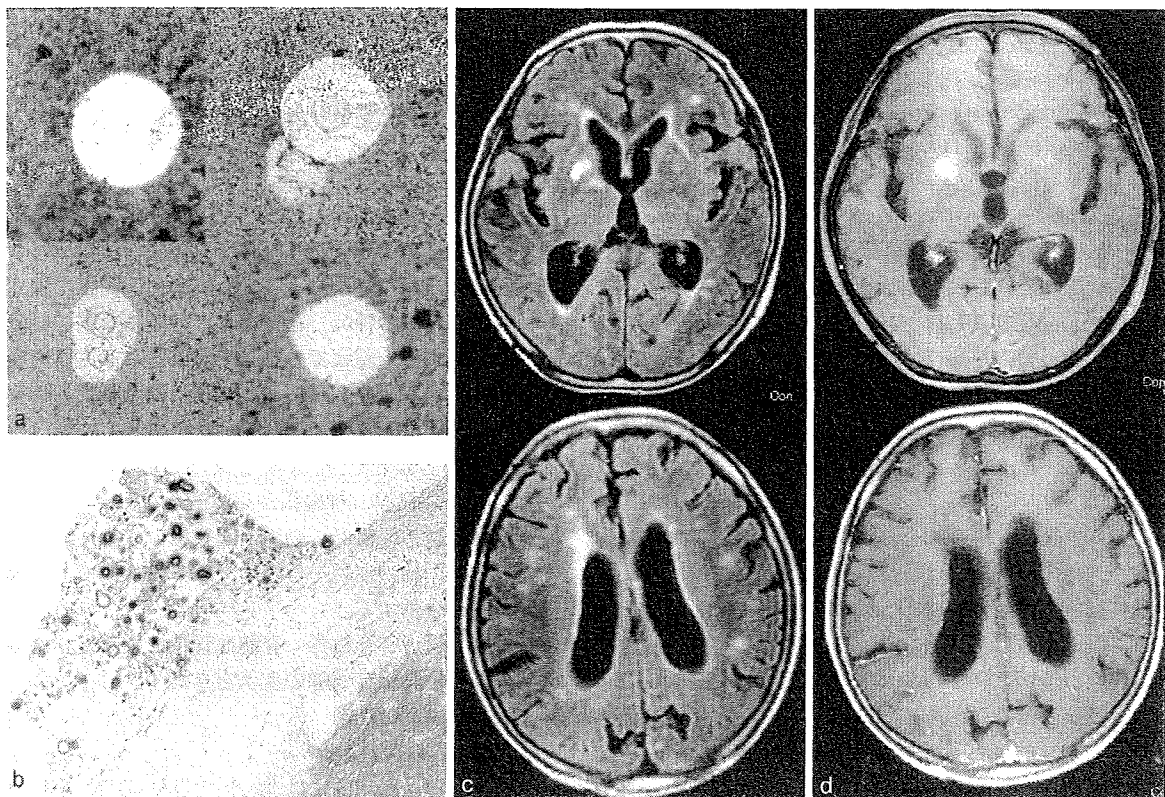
クリプトコッカス髄膜炎の髄液墨汁染色 (a)、血管周囲に集簇するクリプトコッカス (b)、頭部 MRI 所見 (c: FLAIR 像, d: ガドリニウム造影像)
